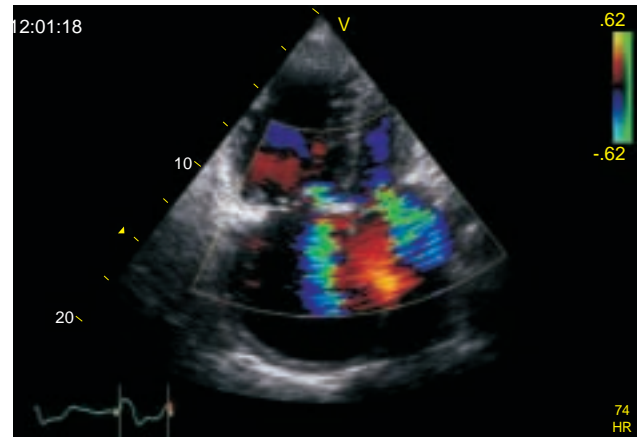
Eje apical de cuatro cámaras con Doppler color en donde se observa el flujo regurgitante mitral y tricuspídeo.
